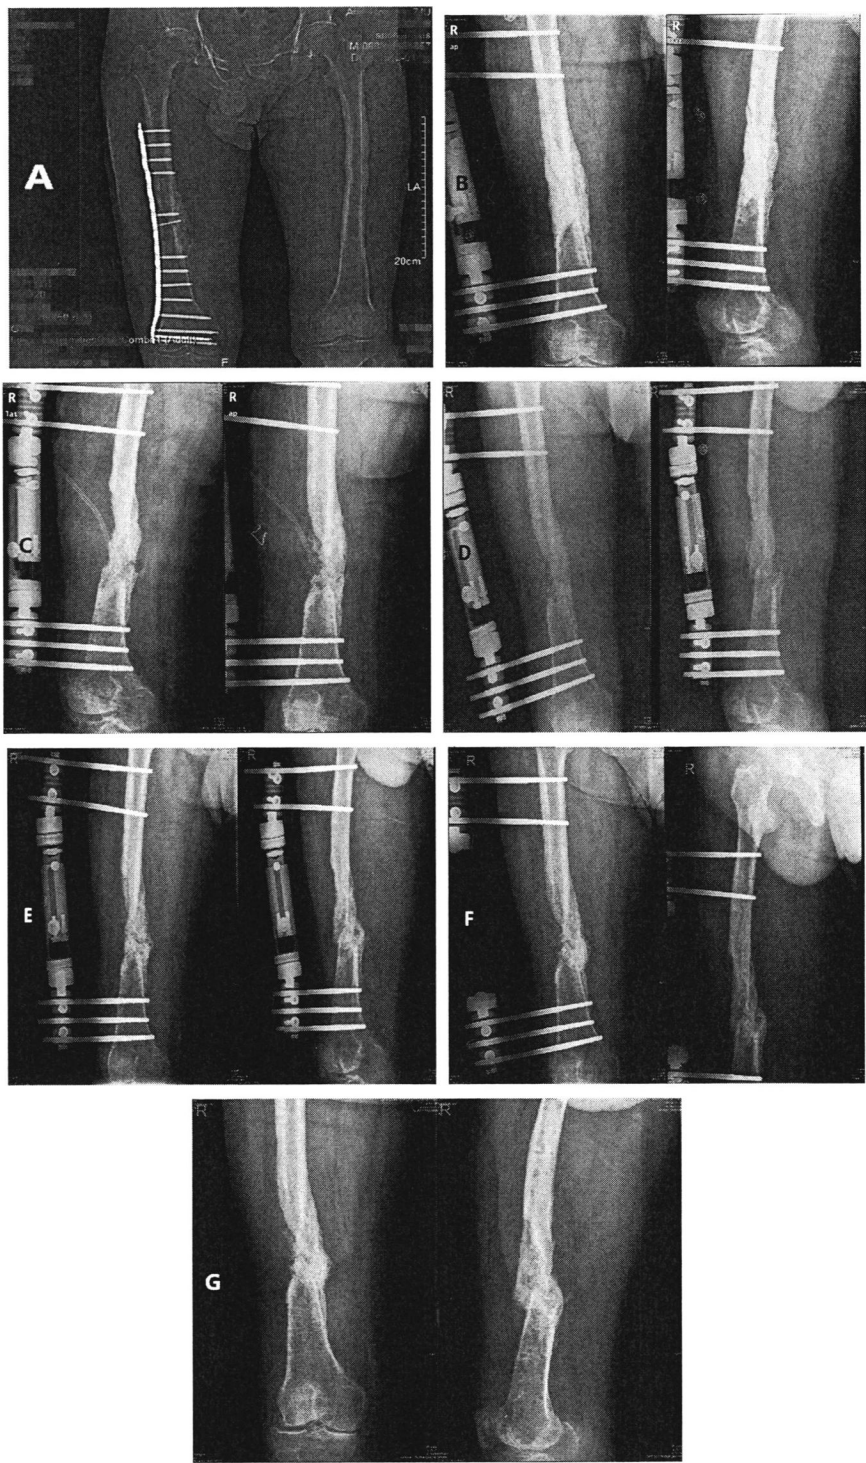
图1患者，男，68岁，右股骨干术后2年，切口流脓4月余。A. 右股骨影像学示股骨骨折端炎症反应，可见死骨形成。B. 右股骨骨折断端反复清创，评估创口情况后，抗生素骨水泥置入，可见股骨大段骨缺损。C. 第一阶段术后16周行第二阶段手术，股骨对位对线良好。D. 第二阶段手术3周，可见植骨块，骨折断端少许前后移位，对位对线可，未予特殊处理。E. 2阶段术后21周X线上可见骨基本愈合，可负重行走。F. 2阶段术后35周，患者骨折愈合，予拆除外固定架。G. 2阶段术后42周，患者拆除外固定架后完全负重行走，骨折断端较前未见明显移位。
